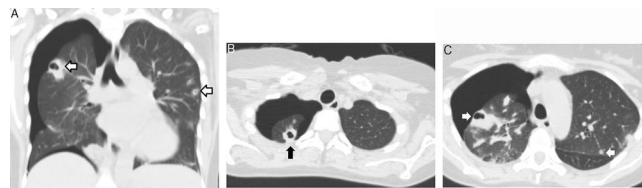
Tomografía computarizada torácica: A) Corte coronal; B y C) Corte transversal. Nódulos pulmonares cavitados periféricos (flechas) en el lóbulo superior derecho e izquierdo y neumotórax derecho.
